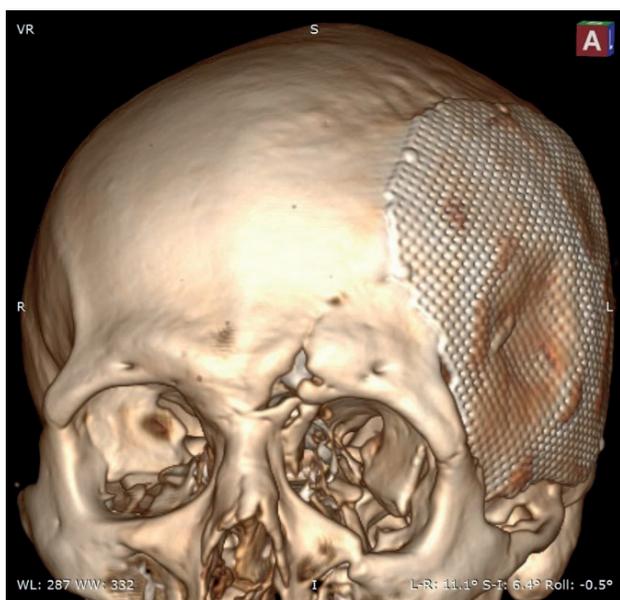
КТ 3D реконструкция. Поврежденный титановый сетчатый имплант.
